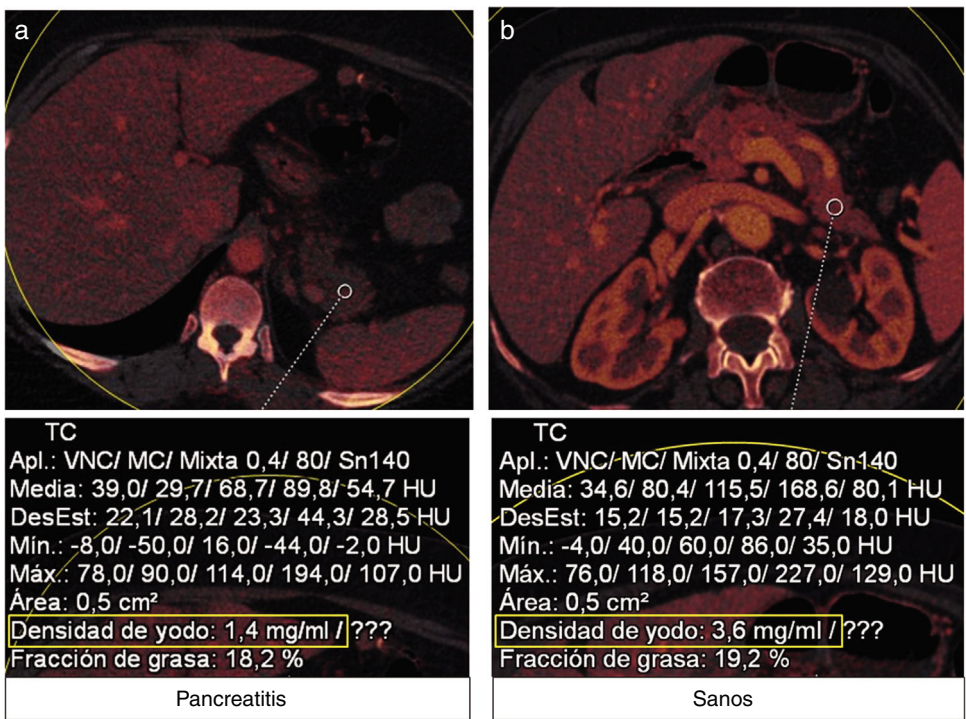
Imágenes con mapa de yodo con TC de doble energía, donde se compara la cuantificación de yodo en un paciente con pancreatitis aguda (A) y un paciente con páncreas sano (B).
